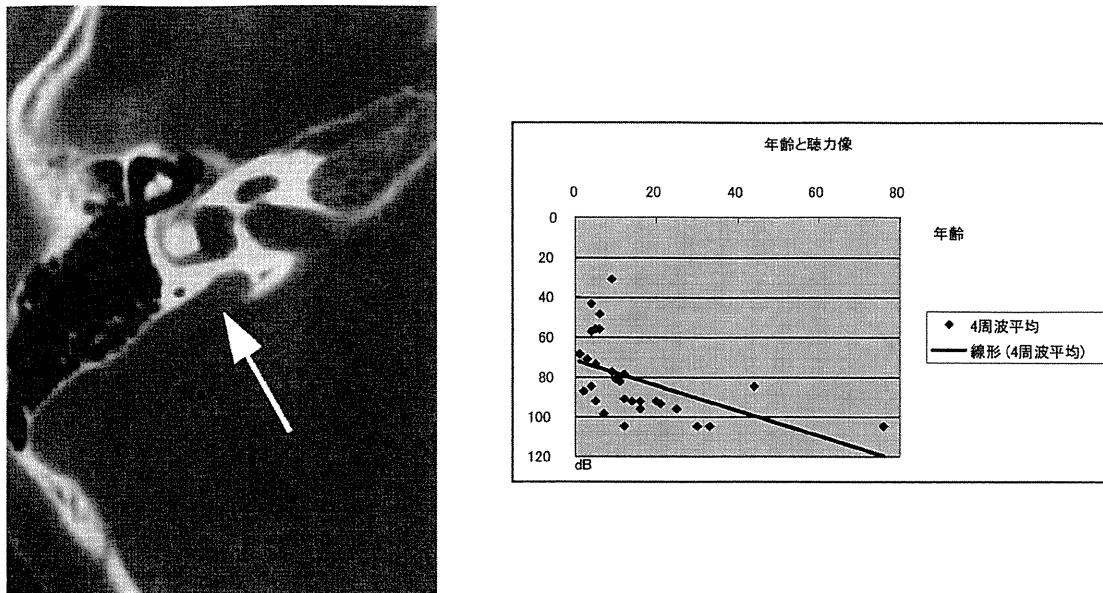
SLC26A4* 遺伝子変異による難聴患者のCT所見と難聴の進行度 (Suzuki, et al, 2007)
